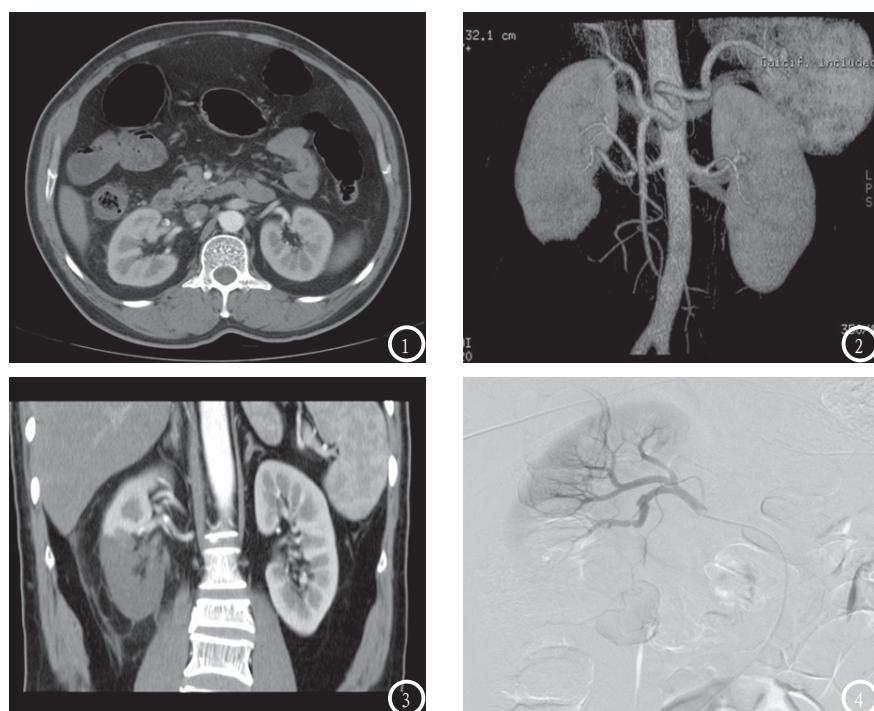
CT增强动脉期轴位图像 右肾前段动脉见内膜片影分为真假双腔, 真腔强化, 假腔内充满低密度血栓。图2 CTA后处理图像 腹主动脉主干管壁光滑, 脾动脉起源于腹主动脉, 肠系膜上动脉发出迷走肝总动脉, 右肾前段动脉局限性增粗, 前下部肾实质缺损。图3 冠状位重建图像 右肾中下极实质未见强化, 肾周筋膜增厚, 肾周脂肪间隙模糊。图4 DSA右肾前段动脉主干夹层形成, 下前段动脉未见显示, 相应肾实质染色缺损。
